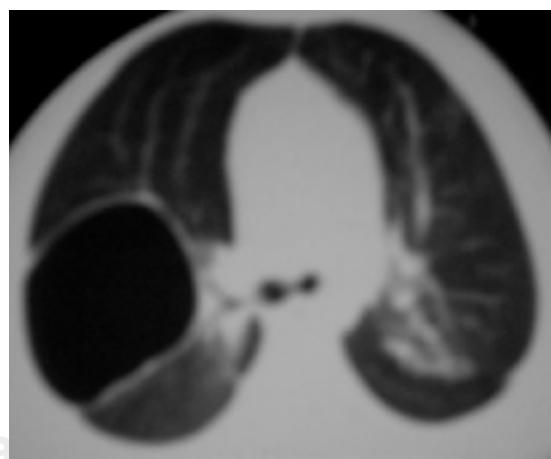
Corte axial de tomografía computada con ventana para parénquima pulmonar observando lesión quística localizada a nivel de lóbulo superior derecho con pared delgada, bordes lisos y bien definidos y en su interior densidad aire.
